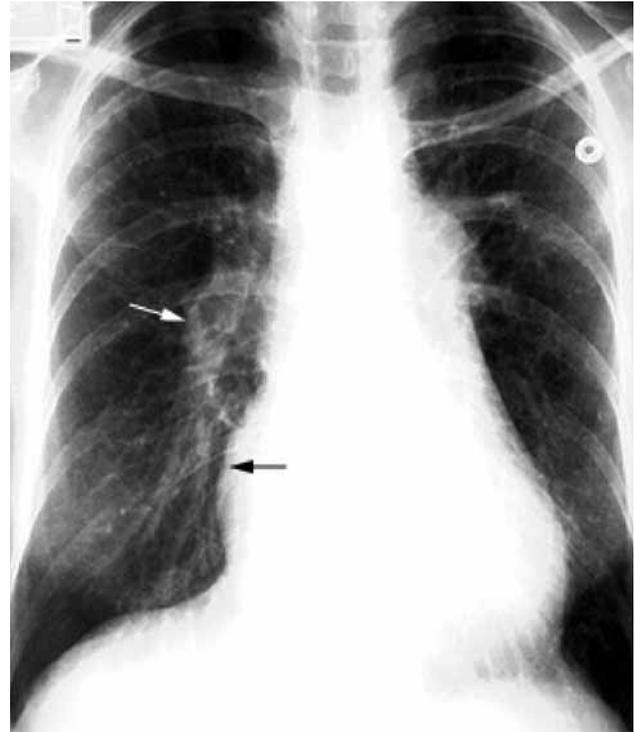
Radiografía simple de tórax. Características de la hipertensión pulmonar. Aumento central de las arterias pulmonares con atenuación de los vasos periféricos (flecha blanca) y aumento ventricular derecho y dilatación auricular derecha con borde derecho del corazón prominente (flecha negra).
